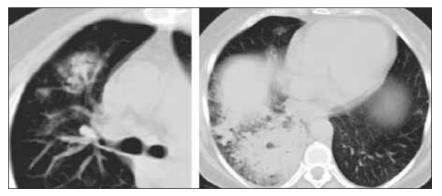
Больной И. Лимфома Ходжкина. Инвазивный кандидоз. Компьютерные томограммы. Инфильтративная форма инвазивного кандидоза — кандидозная пневмония
